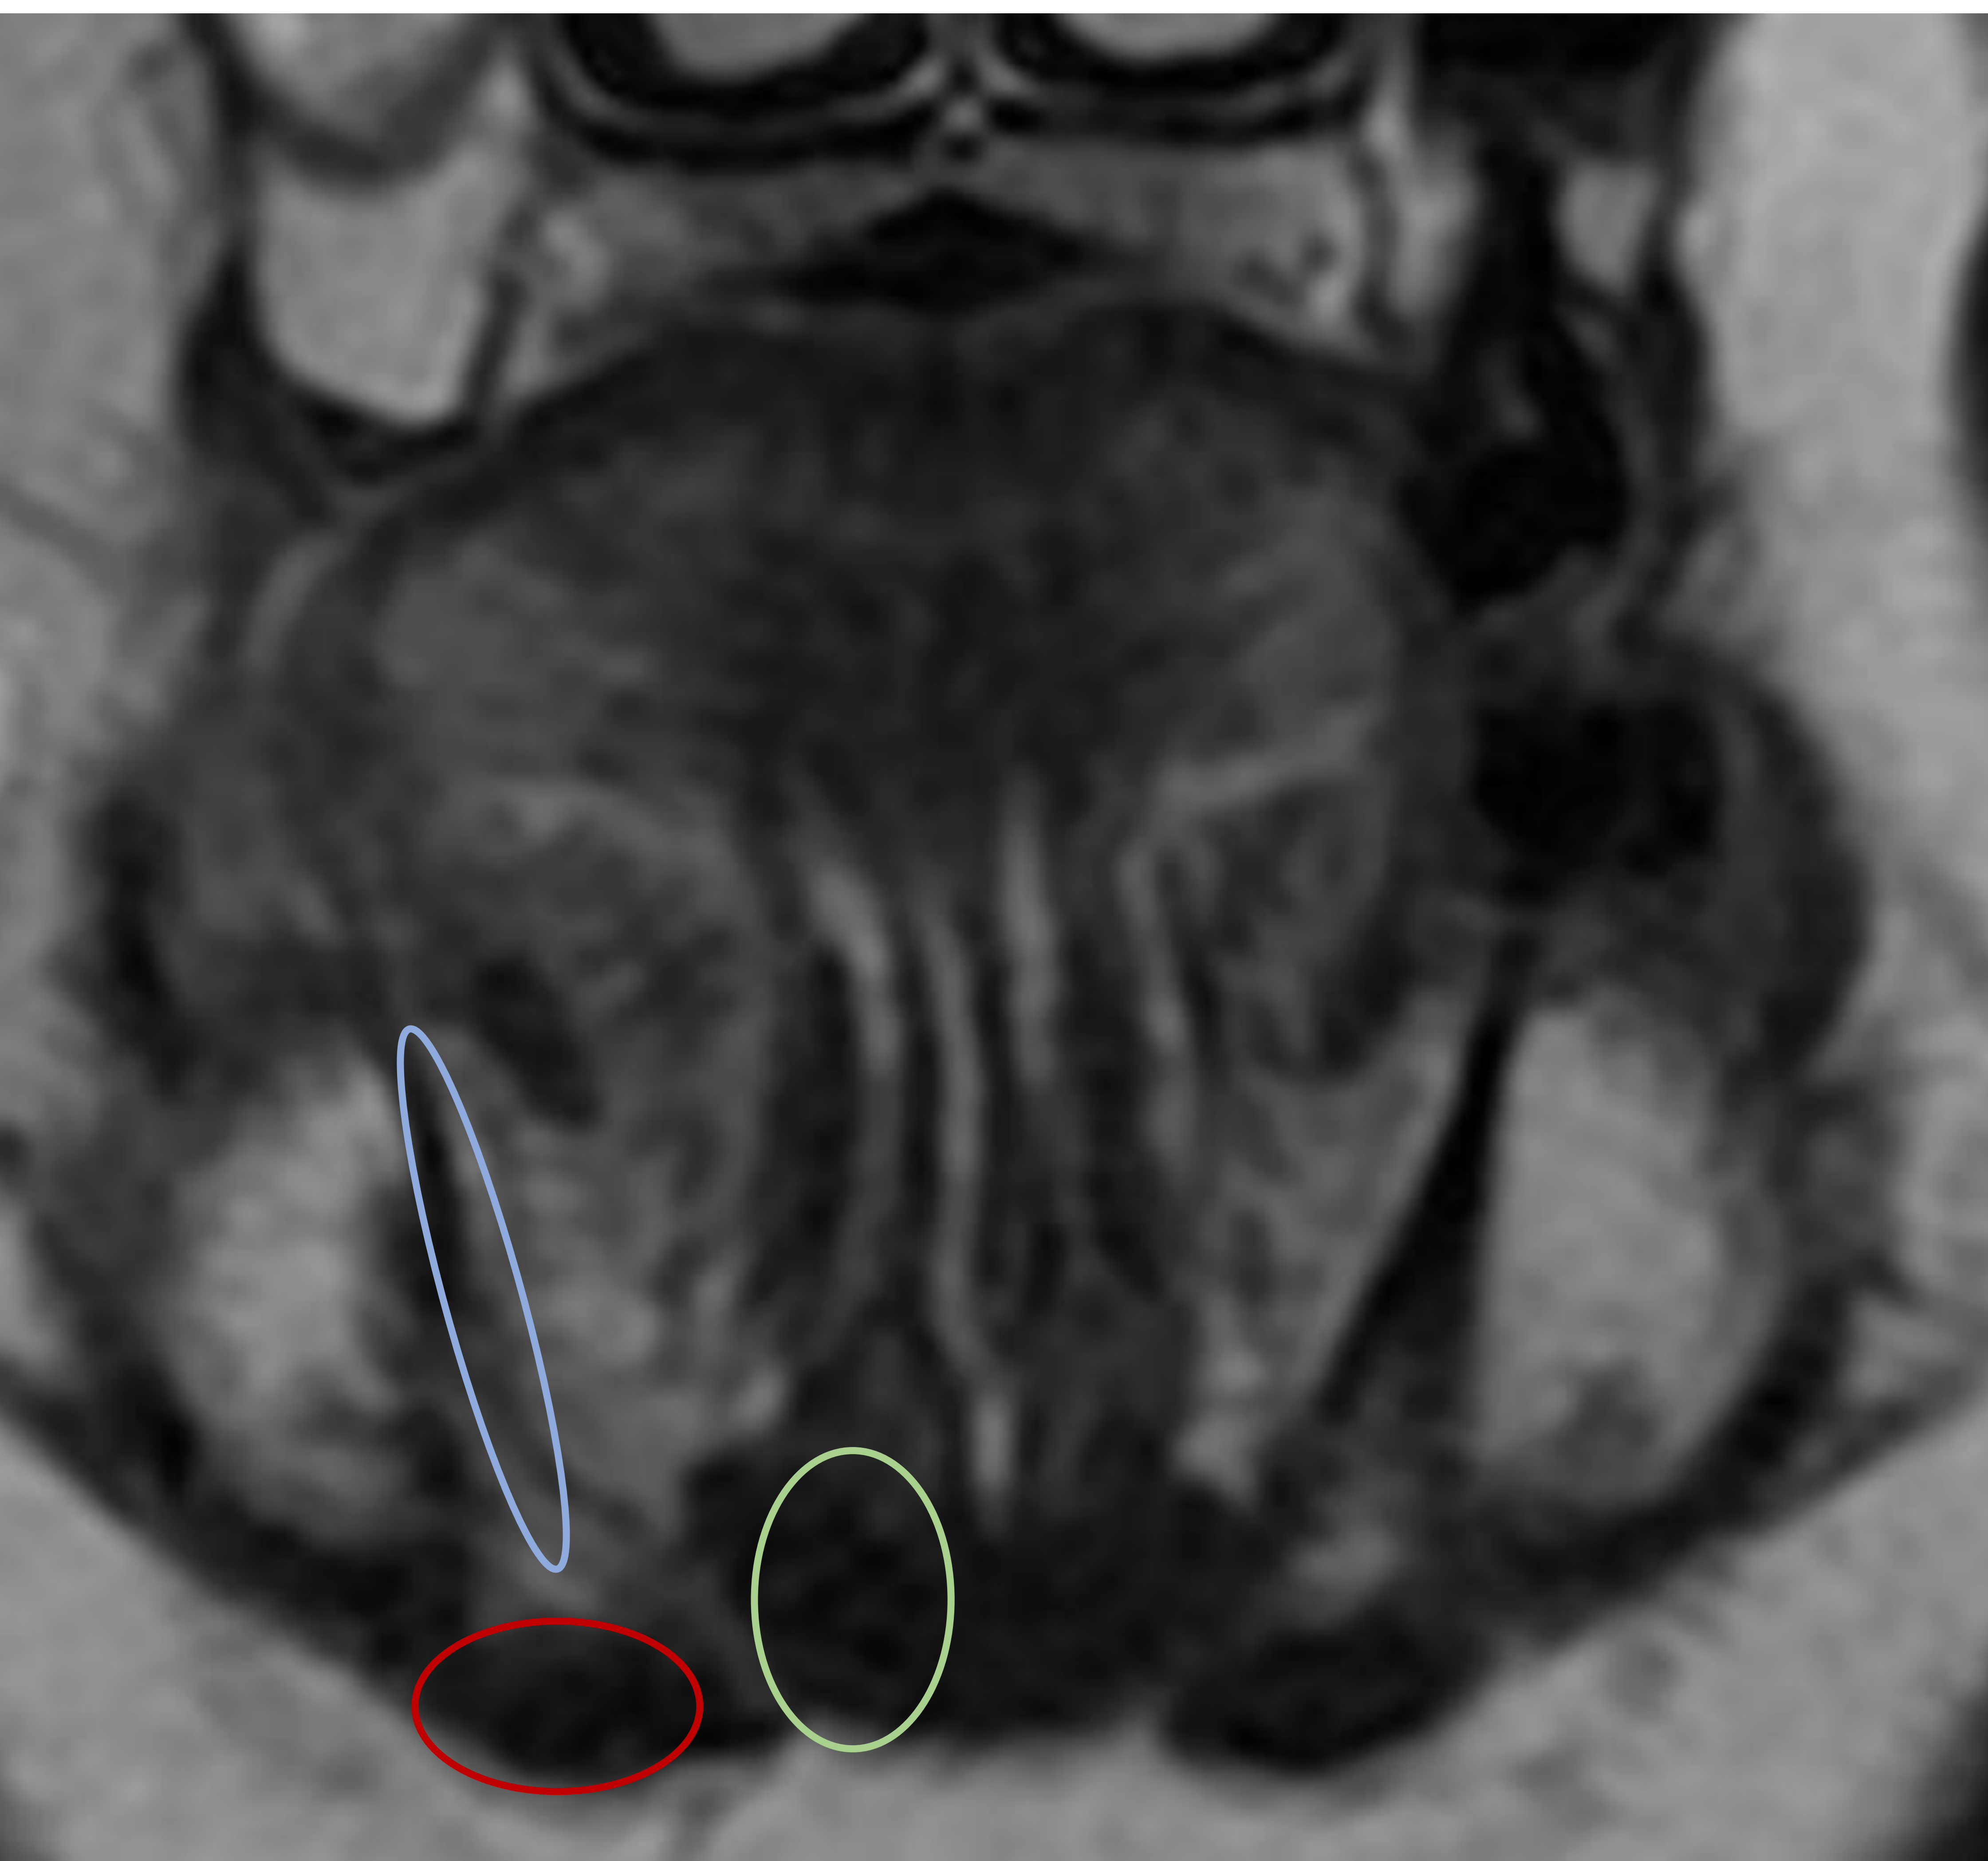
RM coronal T2 donde se señalan los músculos genihioideo (círculo verde), milohioideo (círculo rojo) y vientre anterior del digástrico (elipse azul).
